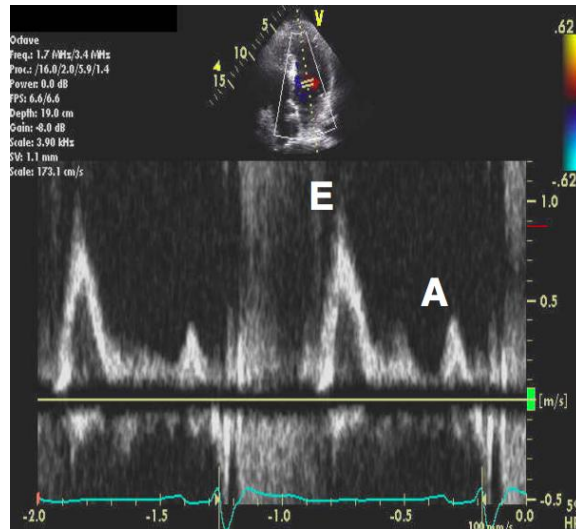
Fluksi mitral i përftuar në PW Doppler.²⁵
